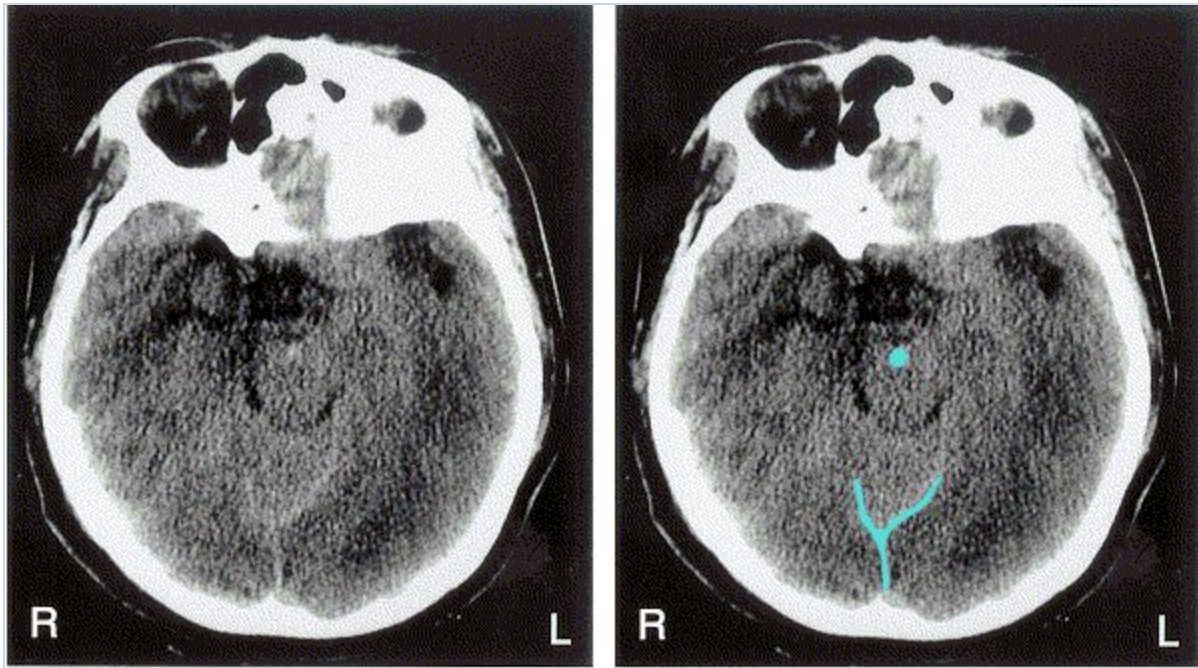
Cambios mínimos en hemorragia subaracnoidea: TC Cambios mínimos en una hemorragia subaracnoidea. La TC muestra una pequeña cantidad de sangre en la cisterna prepontina, indicada como un punto azul, así como sobre la tienda del cerebelo hacia atrás (a). La sangre se muestra en azul (b). Debido a que con frecuencia estas cantidades de sangre pasan desapercibidas, es crítico que cuando la historia sugiere una hemorragia subaracnoidea la TC sea evaluada con cuidado en busca de evidencia sutil de sangrado. Si el estudio no es definitivo, debe realizarse una punción lumbar para excluir hemorragia.
